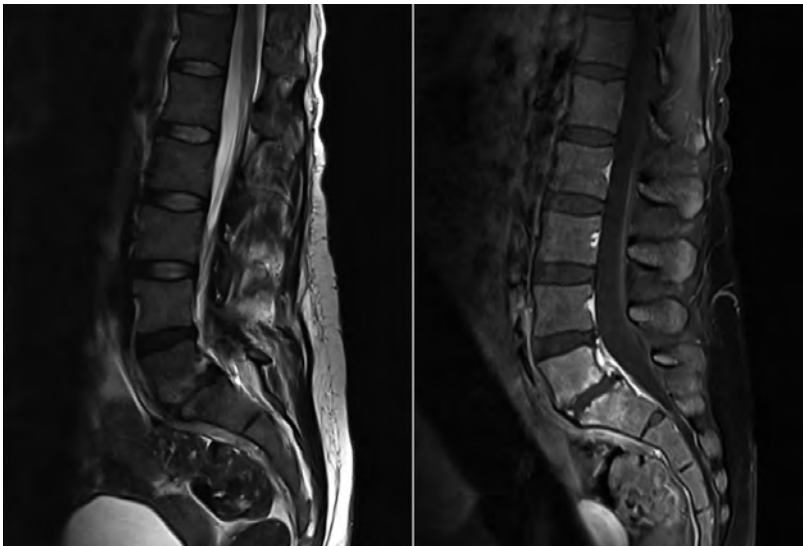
IRM du rachis lombaire (T2 gauche, T1 droite). Pas de signes évidents d'une spondylodiscite, altérations érosives des plateaux vertébraux dans le segment L5/S1, suppression de la moelle jaune L5. Spondylolyse bilatérale connue de L5 avec antélisthésis sur S1 (grade 1 de Meyerding).
